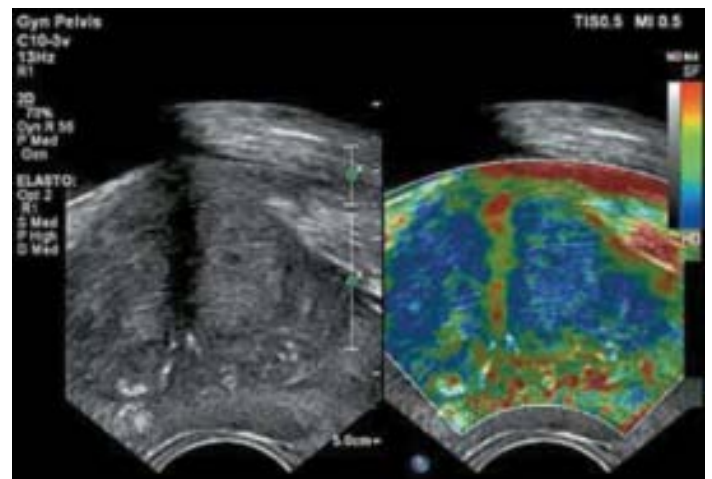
ТРУЗИ простаты в режиме соноэластографии больного 57 лет до лечения.
